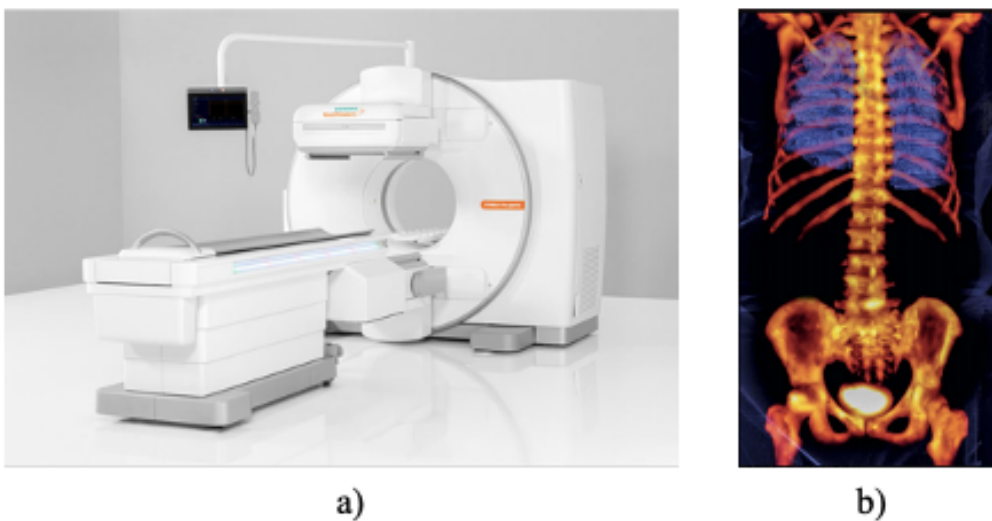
a) Tecnología de la tomografía computarizada por emisión de fotón único; b) Imagen cuantitativa del SPECT. Nota: Tomado de MedImaging (2022) [1].
